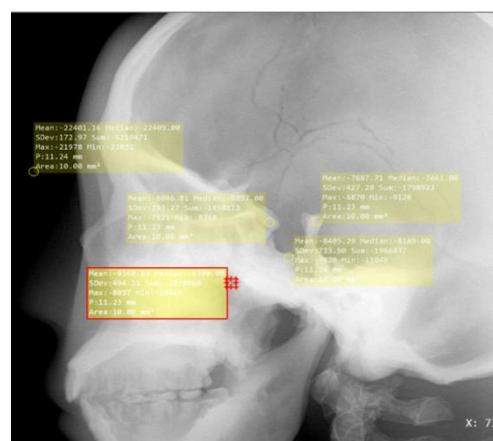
5 Hasil Radiograf *Sella Turcica* Proses *Zooming* Pada CR Sampel D
